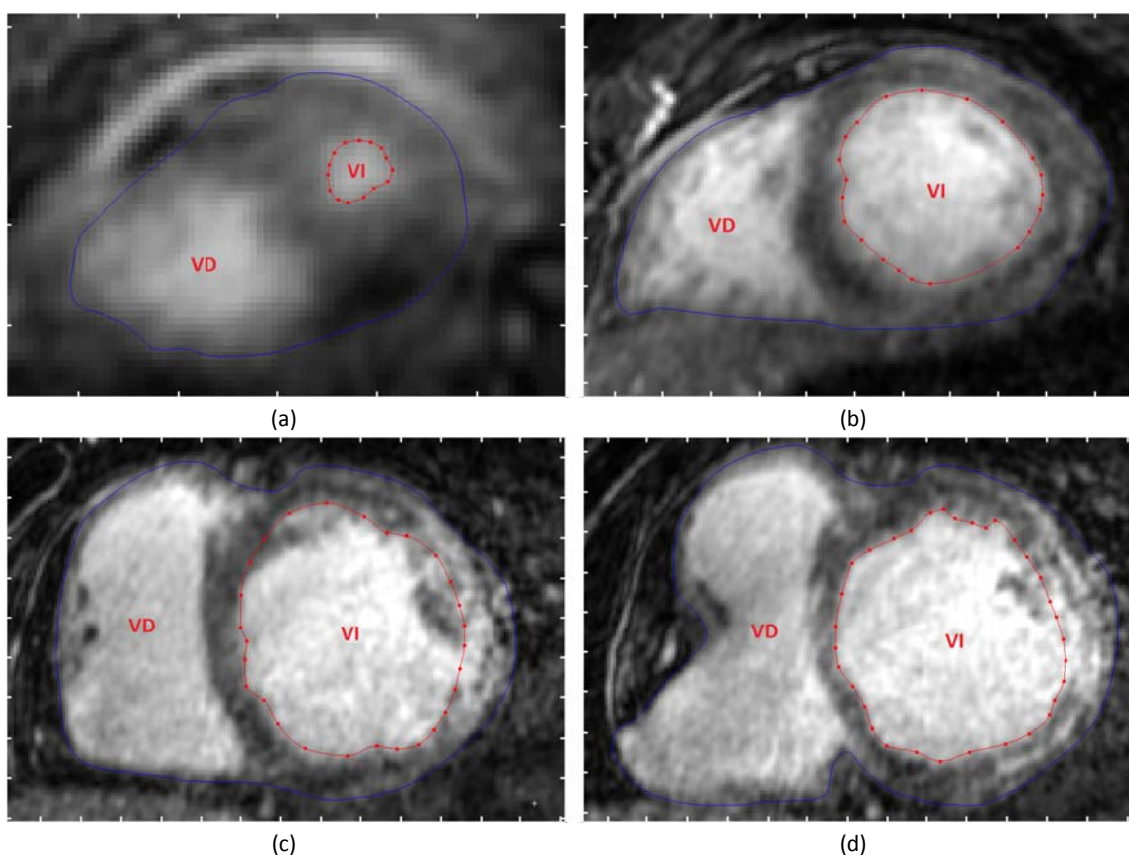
Resultados de la segmentación manual del endocardio de todo el lado izquierdo del corazón sobre las imágenes de DE-MRI. Cortes a diferentes niveles de la región ventricular: (a) nivel apical, (b) nivel medio-apical, (c) nivel medio-basal y (d) nivel basal. VI: ventrículo izquierdo. VD: ventrículo derecho
